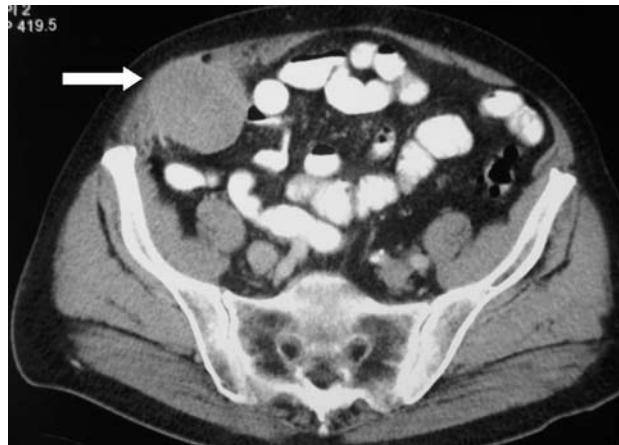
TAC abdominal: masa sólida de 7 x 6 cms en pared abdominal derecha (flecha).
